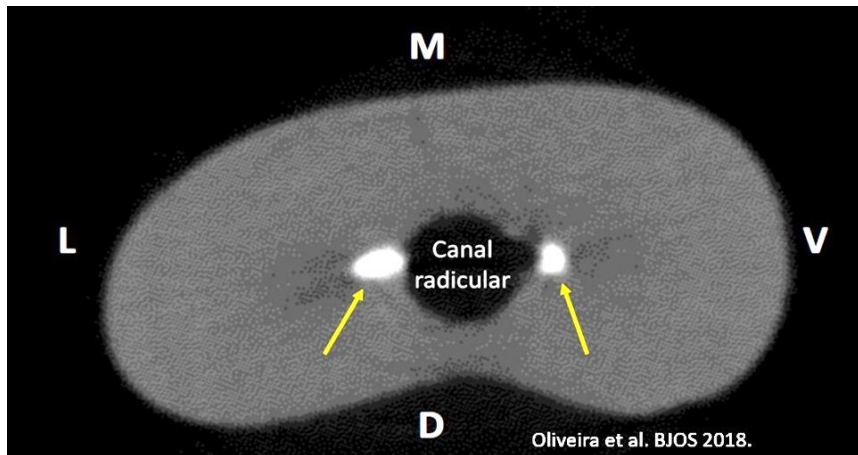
Imagem de Microtomografia Computadorizada de uma secção do terço médio de um dente após remoção da obturação no retratamento. Setas amarelas mostram a permanência de material nas paredes Vestibular e Lingual do canal.
